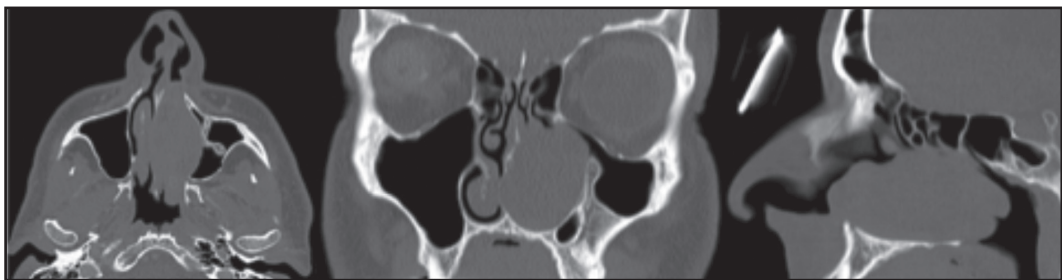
TC de CPN preoperatorio (noviembre 2012): masa sólida que ocupa gran parte de la fosa nasal izquierda, reemplazando la estructura de los cornetes medio e inferior ipsilateral, abomba y remodela sin destruir, el tabique nasal y la pared medial del seno maxilar izquierdo. La masa mide 6,3x3,1x2,6 cm en sus ejes ántero-posterior, cráneo-caudal y transversal respectivamente, comprometiendo hasta la coana en su aspecto posterior, sin evidente extensión a la fosa eseno-palatina o a los canales vasculo-nerviosos de la región. La lesión descrita presenta realce heterogéneo tras la administración del medio de contraste intravenoso. El tabique nasal está desplazado a la derecha por la masa y también se identifica una exostosis ósea a nivel del primer molar superior.
